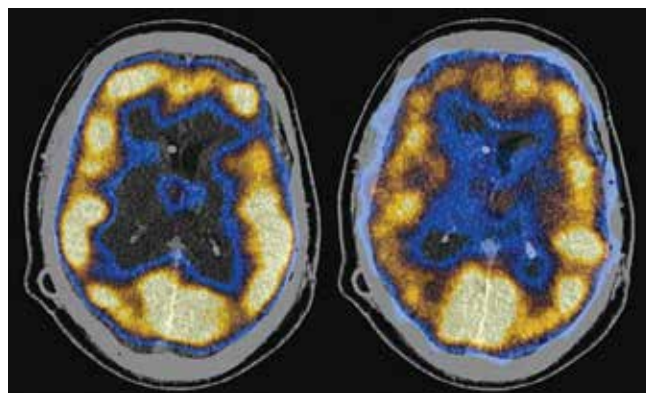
Однофотонная эмиссионная томография, совмещенная с компьютерной томографией. Снижение CBF в ответ на пробу с ацетазоламидом: слева — до приема ацетазоламида, справа — после приема
